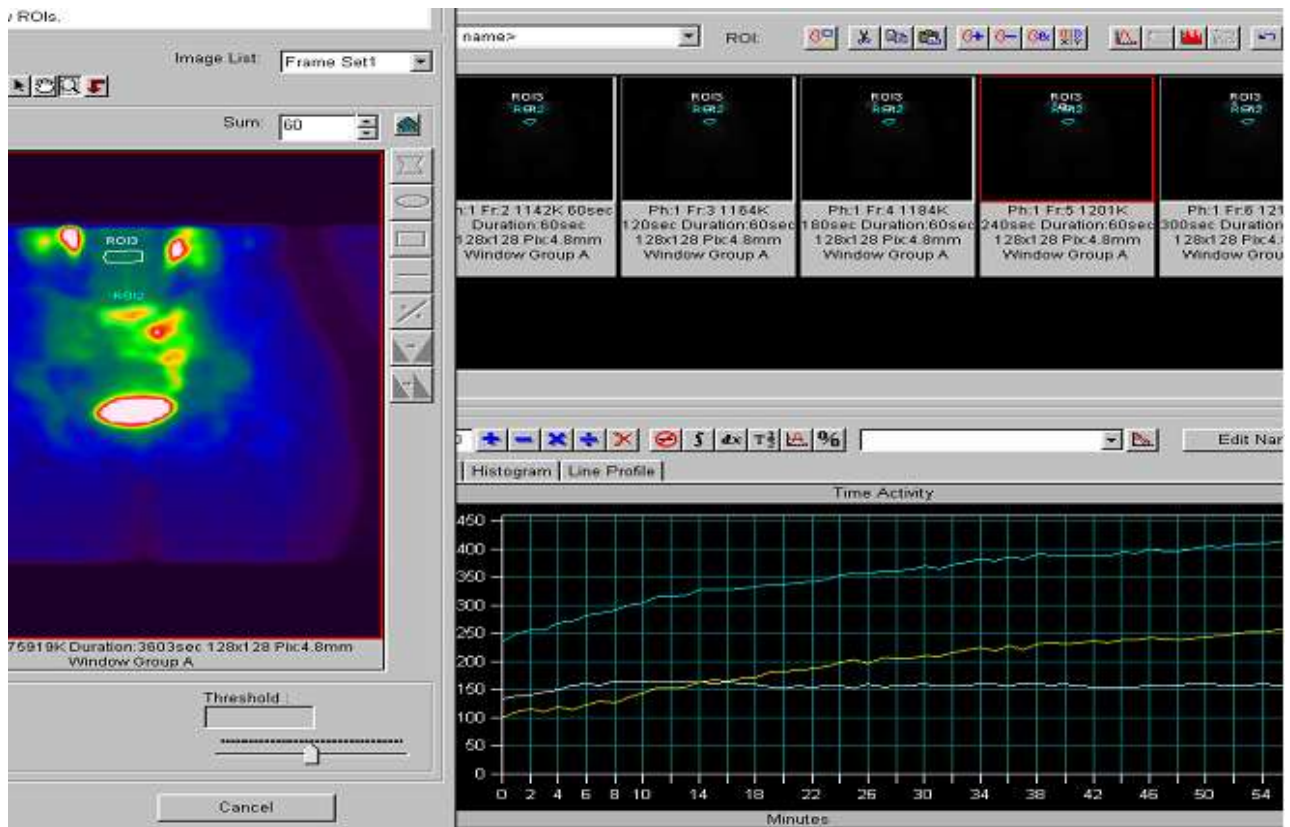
Сцинтиграми та криві «активність-час», отримані при проведенні повільної динамічної сцинтиграфії з ^{153}Sm оксабіформом: верхня крива «активність-час», – з метастазу раку в L5 хребець; середня крива «активність-час», – крива віднімання; нижня крива «активність-час», – з нормальної кісткової тканини
